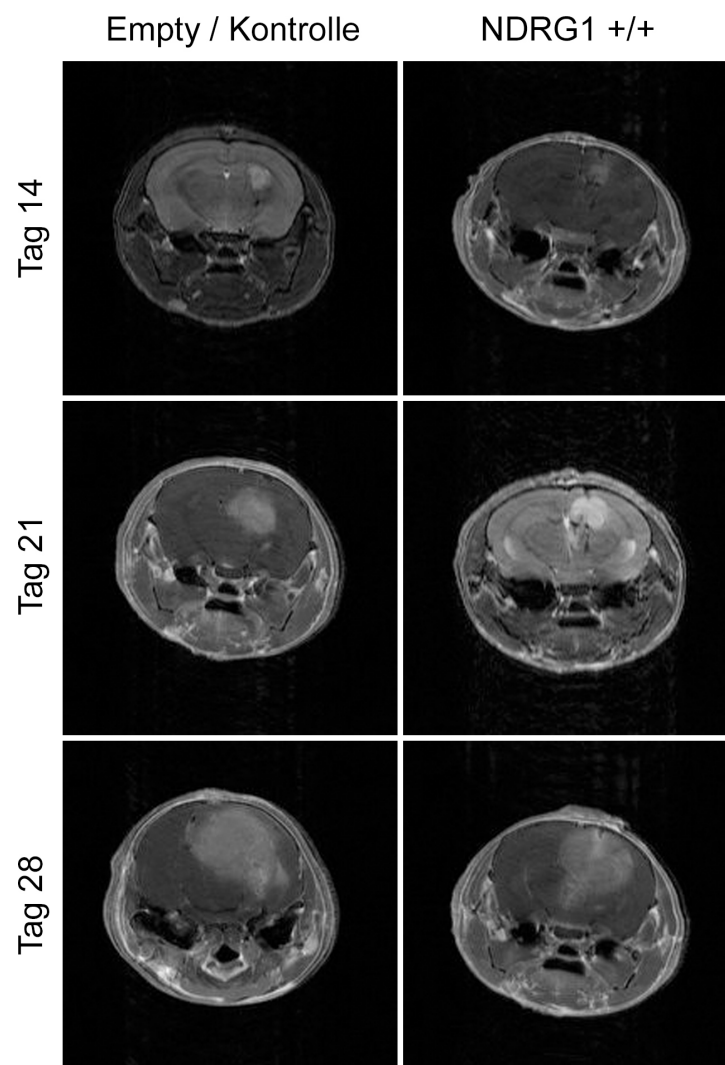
MRT-Bilder von NDRG1-überexprimierenden Gliomzellen und der Vergleichsgruppe: hyperintense, inhomogene Areale kennzeichnen den jeweiligen positiven Tumorbefund. Die Versuchstiere wurden mit der gleichen Zellzahl an identischer Stelle implantiert.
